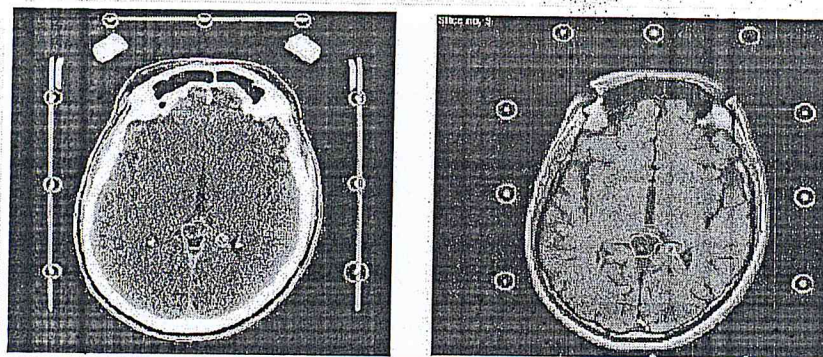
Définition du volume cible dans le cas d'un traitement par radiothérapie à partir d'images CT (à gauche) et IRM (à droite)
